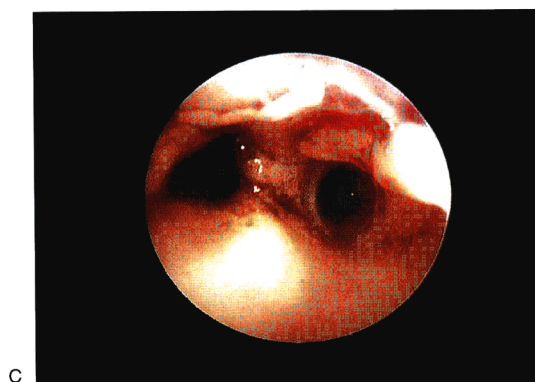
肌瘤位于宫颈管内。该异常很难通过子宫X线造影诊断。
